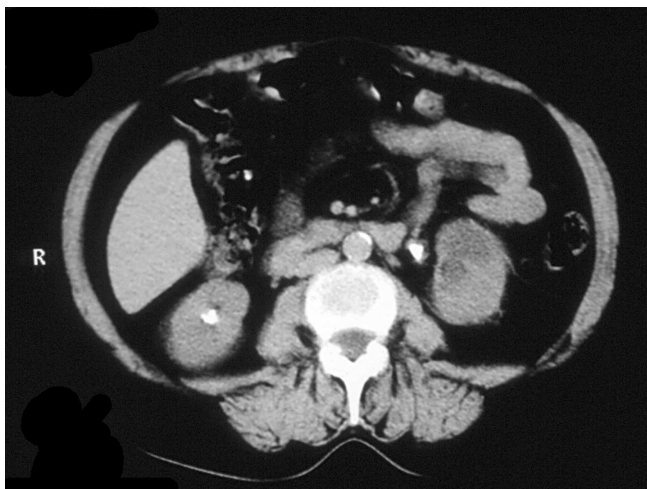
Tomografia computadorizada mostra recuperação completa do rim esquerdo.
